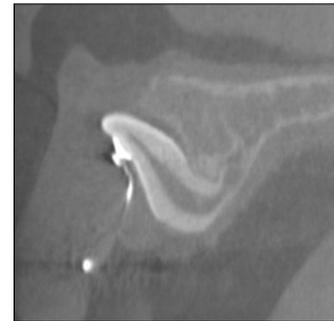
CT view before surgical repositioning after 24 months.
